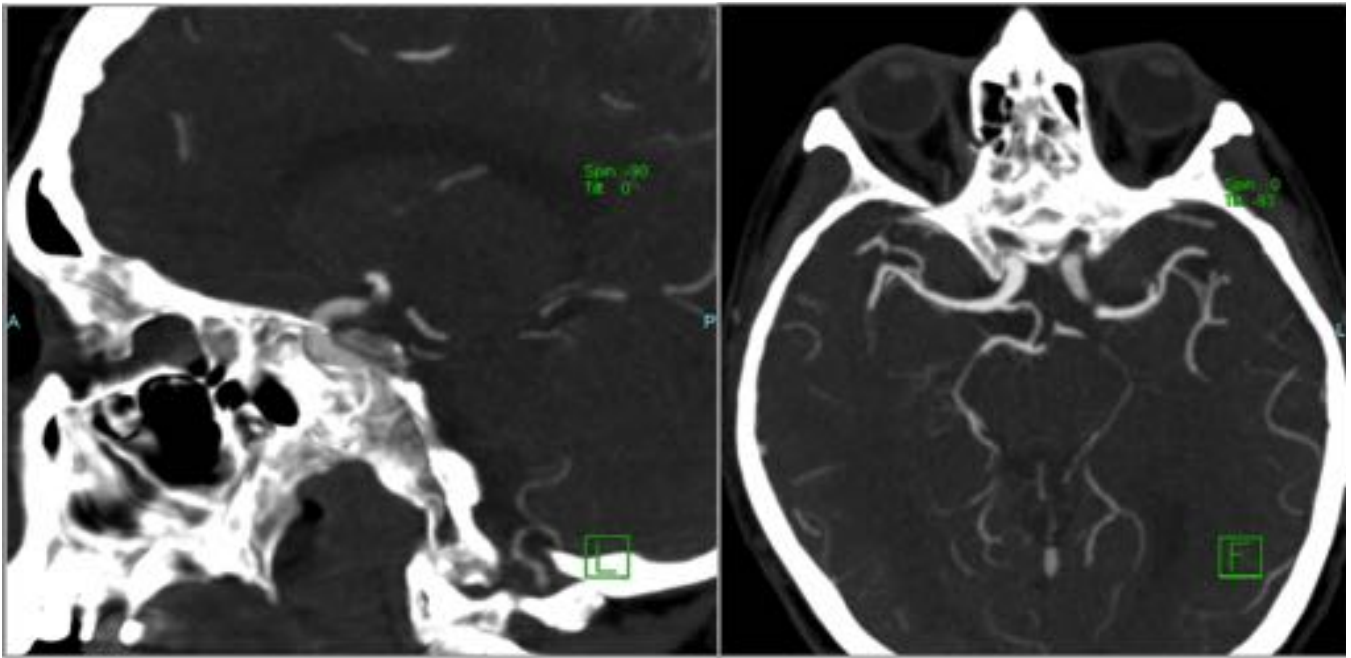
En la Angio-TC se evidenció un defecto de repleción filiforme en el segmento comunicante-coroideo de la arteria carótida interna izquierda.
